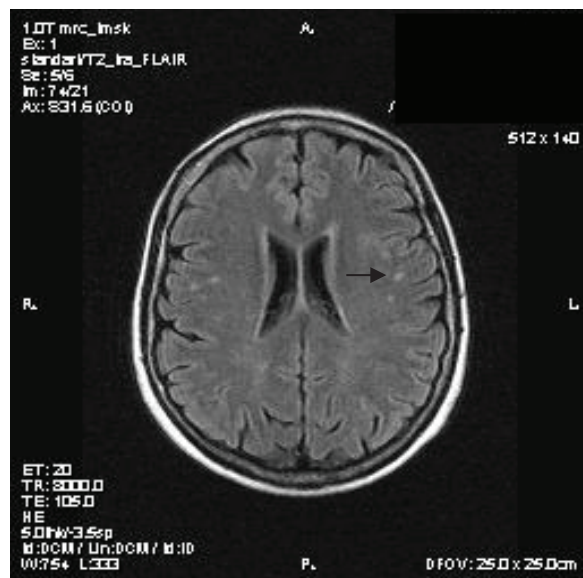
Снимок головного мозга в аксиальной проекции в режиме FLAIR в белом веществе лобных и теменных долей определяются мелкие очаги повышенного по T2 и FLAIR сигнала, без признаков перифокального отека, дистрофического характера (фото Матвеева М.В., 2015)
